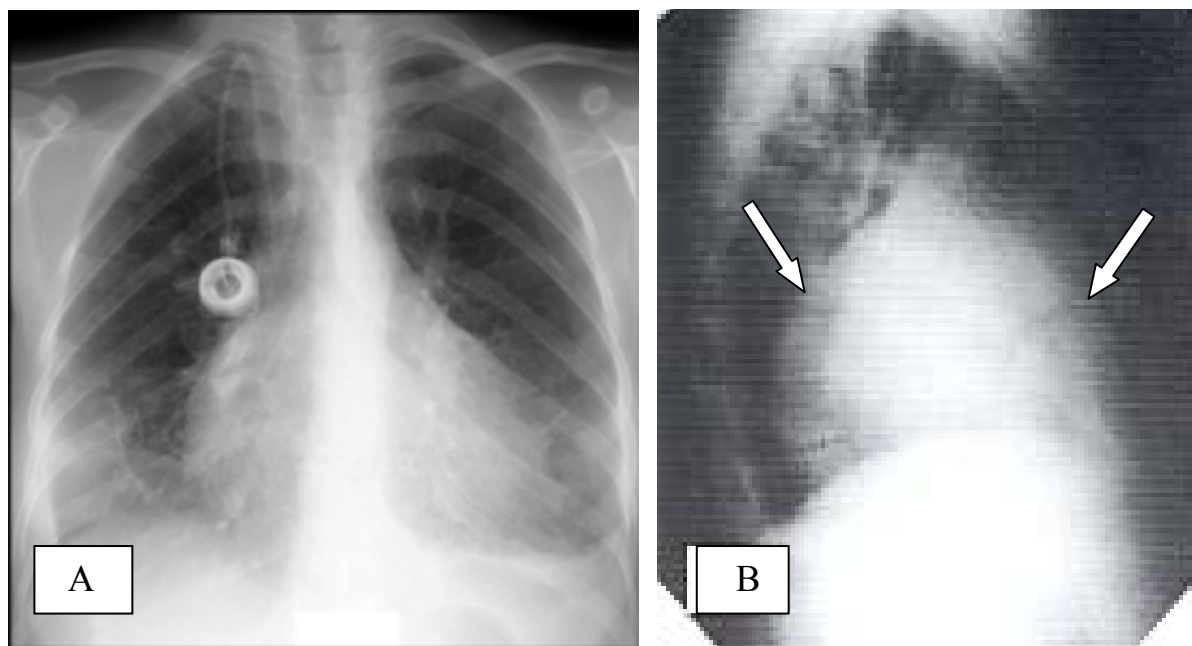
Рентгенологические снимки пациента с экссудативным перикардитом (иллюстрация из книги Т.Р. Харрисона «Внутренние болезни»): А – в прямой проекции, В – в боковой проекции (стрелками указан признак «нимба перикарда»).
